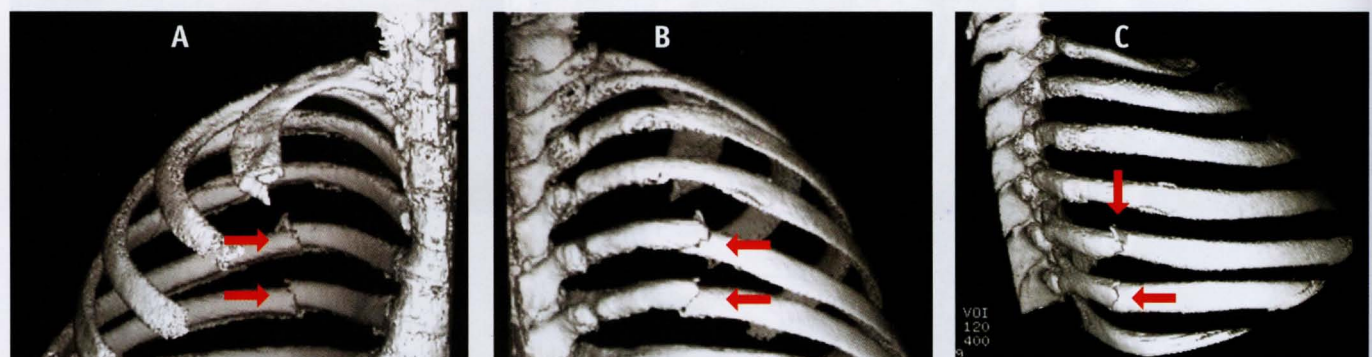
TC *multi-slice* de arcos costais superiores evidenciando fraturas do 5.º e 6.º arcos costais à direita. A) visão frontal; B) visão posterior; C) visão lateral.
